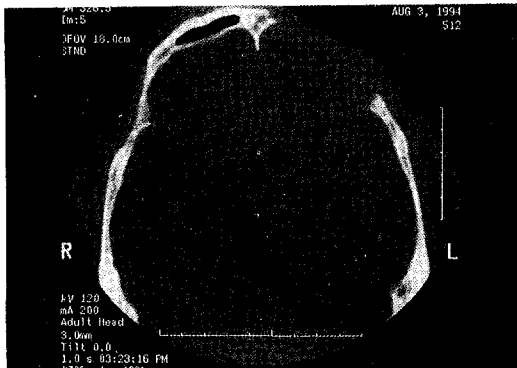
Axial CT scan at the frontal sinus level showing defect of the frontal bone.
